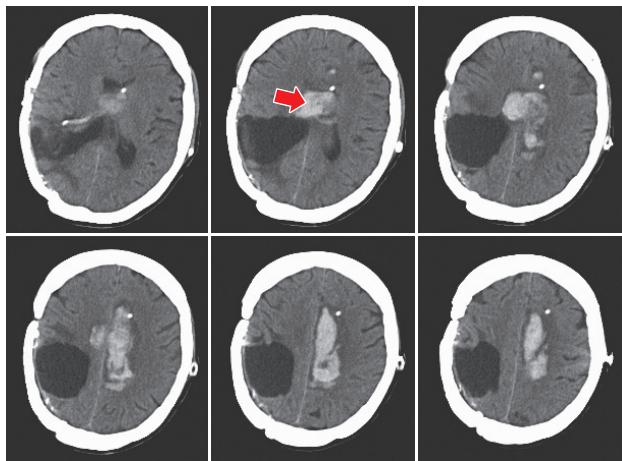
最終入院時頭部 CT. 側脳室内に穿通する血腫（赤矢印）で、腫瘍内出血の所見である。
